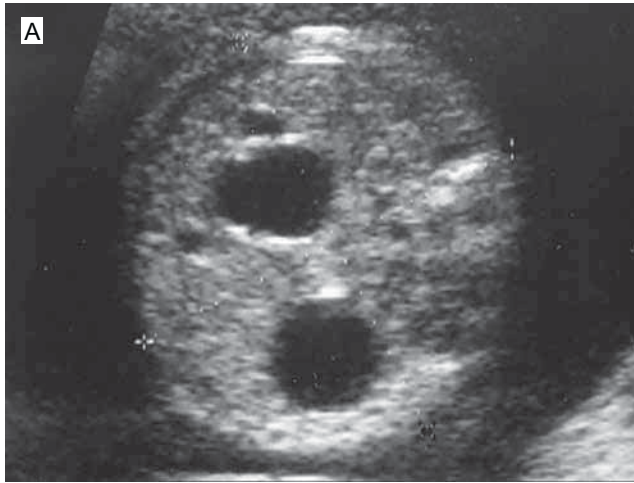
(a) Ultrasonido prenatal de abdomen con doble burbuja. (b) Radiografía de abdomen en posición erecta mostrando doble burbuja con nivel hidroaéreo en estómago y duodeno.
